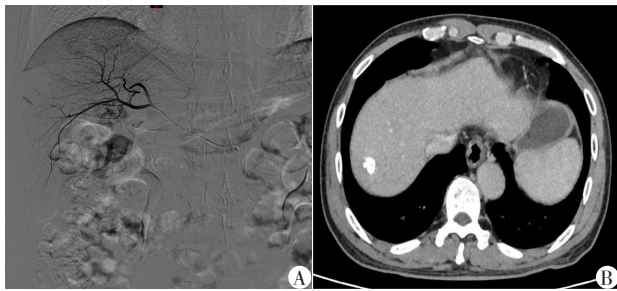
首次TACE术后未发生中重度腹痛的HCC患者的DSA(A)和术后CT(B)
